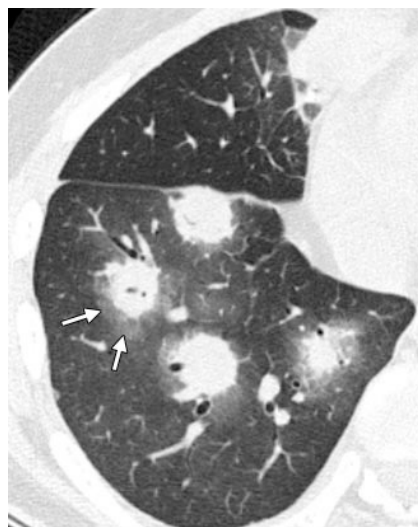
Corte transversal de TAC muestra varios nódulos del signo del halo (flechas).
